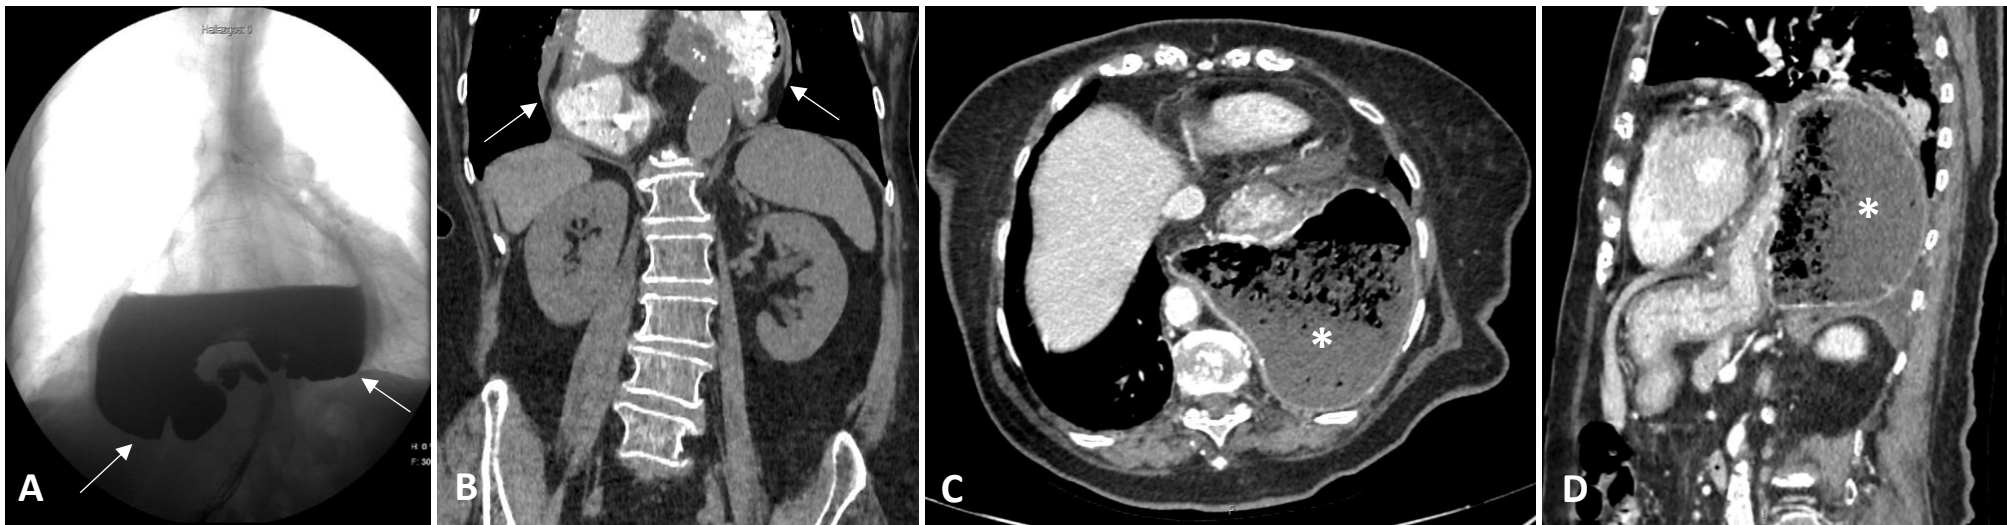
Ejemplos incorrectamente diagnosticados como vólvulo gástrico agudo. A, B) Paciente con dolor epigástrico, sin alteraciones analíticas de interés, diagnosticado de VG agudo en TC (B). En realidad, correspondía a una hernia de tipo IV como se muestra en el TEGD de la figura A (flechas). C,D) Paciente con vómitos y molestias abdominales que fue diagnosticada erróneamente de VG. Las imágenes de TC con contraste iv. en plano axial muestran una gran hernia de hiato por deslizamiento (asterisco), moderadamente dilatada y con contenido alimentario. La paciente rechazó la cirugía y la TC con contraste en plano sagital de seguimiento un mes después (D), sin síntomas, mostró los mismos hallazgos.
